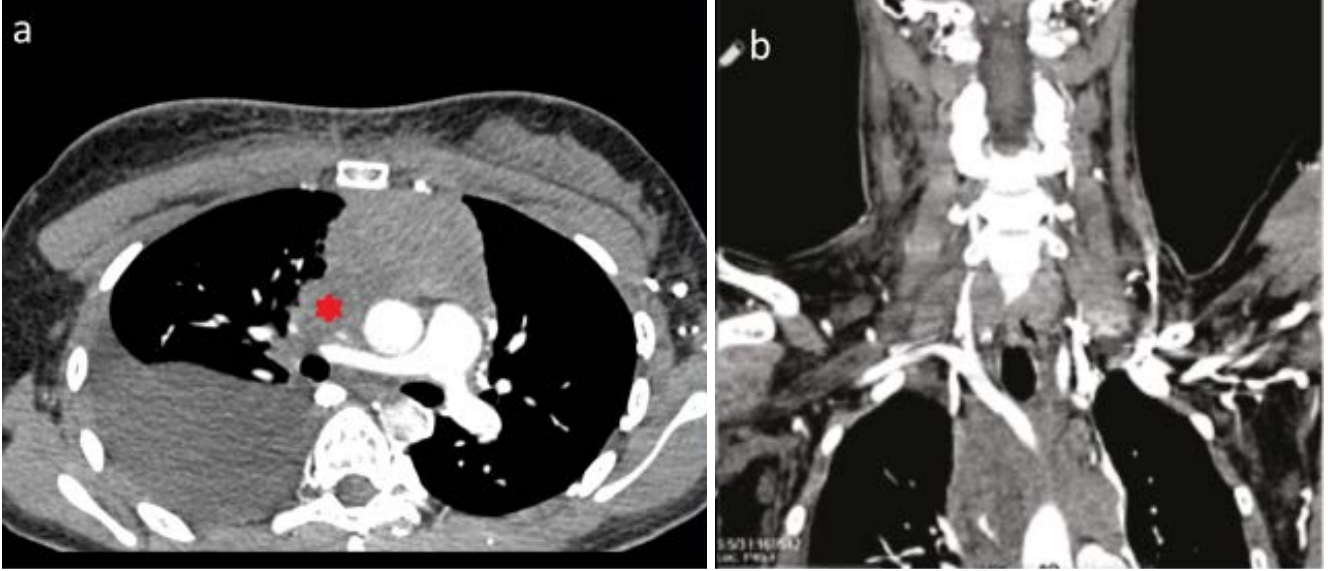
Figure a,b: Thorax CT shows, Vena Cava was almost completely obstructed (asterisk)
